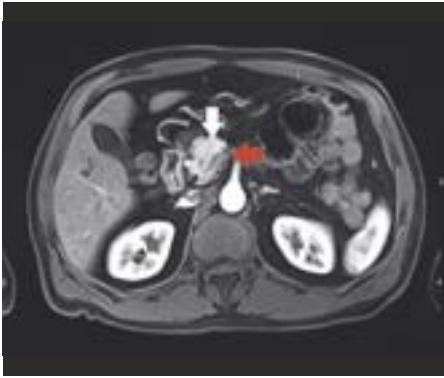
MRT-T1-Sequenz nach Gabe von Kontrastmittel (Gadobutrol) in früher arterieller Phase. Die Raumforderung (weisser Pfeil) zeigt im Vergleich zum «normalen» Pankreasgewebe (roter Pfeil) eine arteriell verstärkte Kontrastmittelanreicherung, was ein typisches Merkmal der neuroendokrinen Tumore darstellt. MRT: Magnetresonanztomographie.
